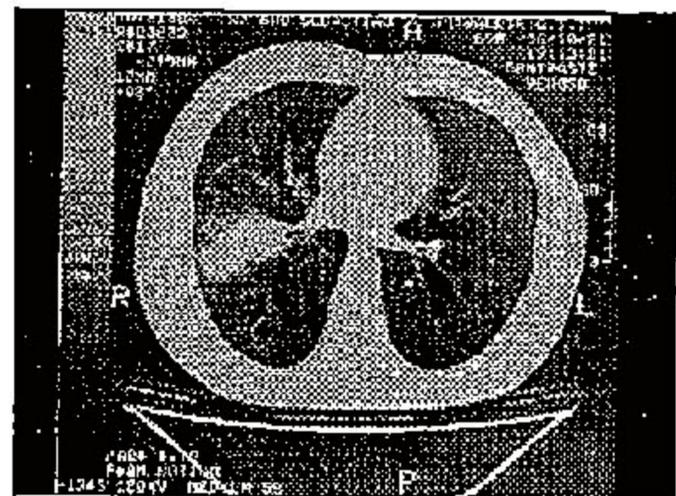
Caso 1-TC de Tx de 21/10/96. Massa de LID.
